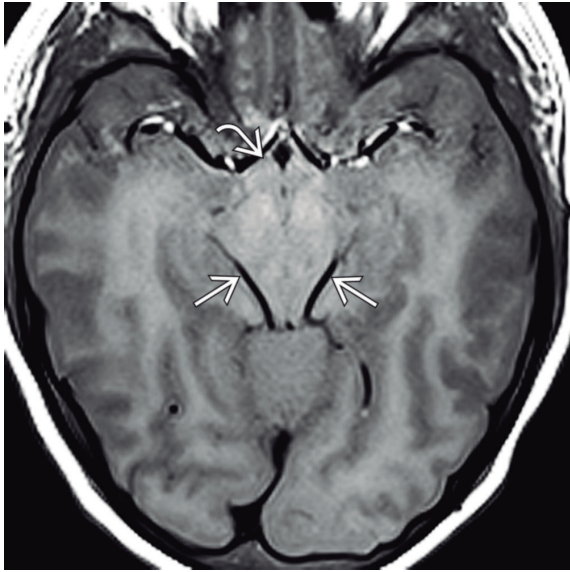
RM axial en T1 que muestra HTD con obliteración de la cisterna supraselar (*flecha curva*) e hipocampos herniados que causan compresión del mesencéfalo (*flechas rectas*).
